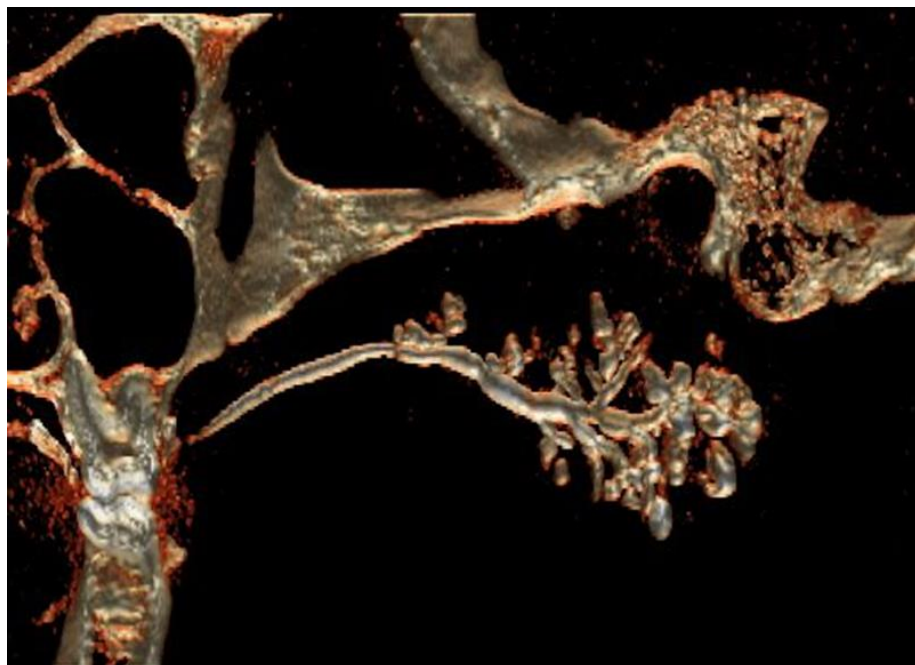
Ребенок Р-ев, 8 лет. МСКТ околоушной слюнной железы пациента с 3D моделированием, с введением контрастного вещества. Диагноз: хронический паренхиматозный паротит.
